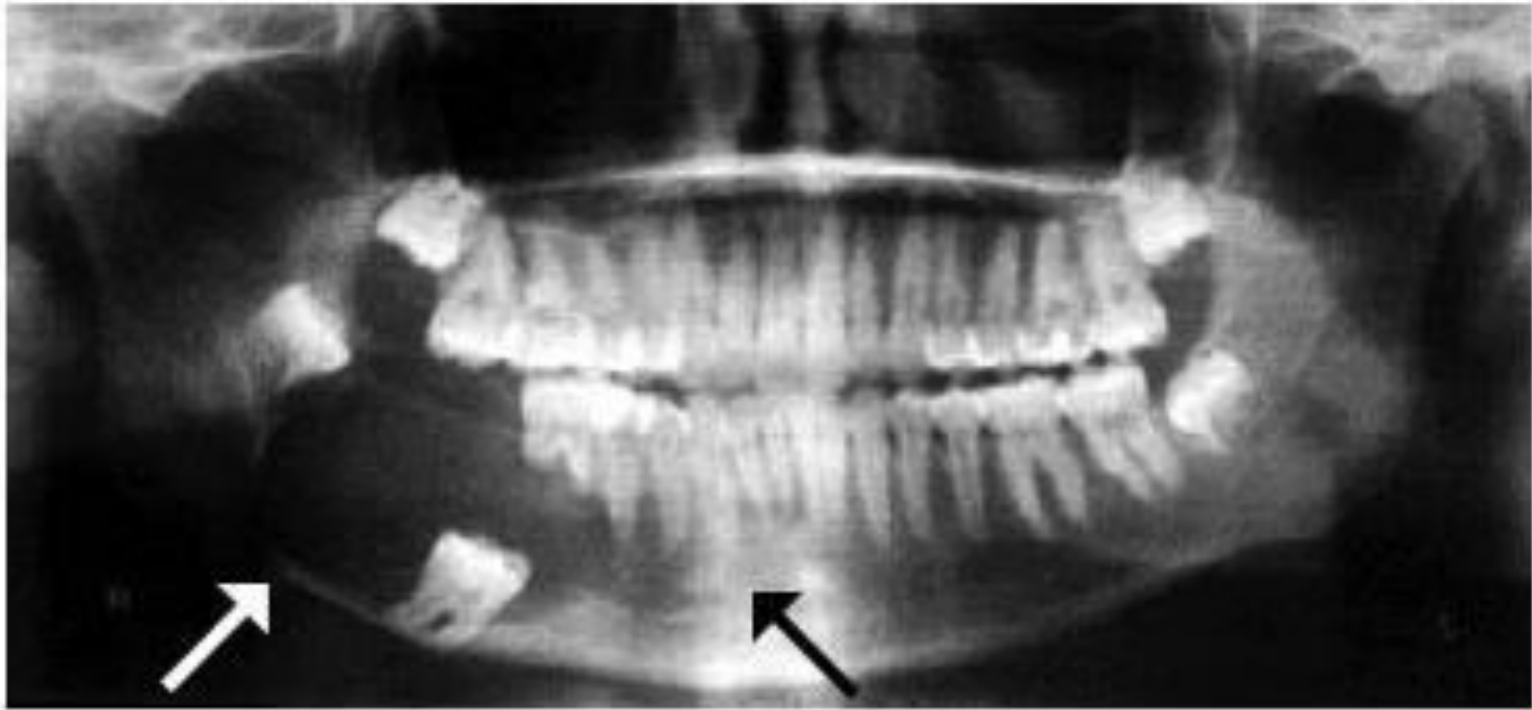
Panoramic radiograph showing a large and well-demarcated lytic lesion involving the right body of mandible, extending from the second molar to the first premolar (arrows).
